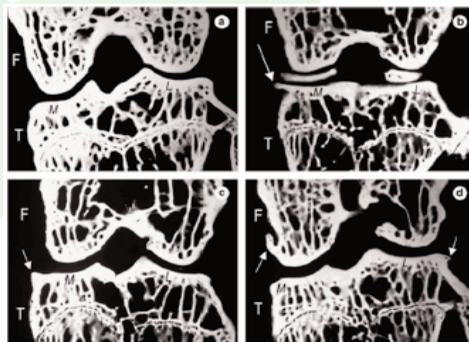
Mircroradiografia dell'articolazione del ginocchio (sezione frontale) . a,c :gruppo PEMFs; b,d gruppo controllo. Le frecce indicano la presenza di osteofiti che sono particolarmente evidenti sulla superficie femorale e tibiale degli animali controllo, mentre sono completamente assenti nel gruppo trattato con PEMFs. T=tibia; F=femore; M= compartimento mediale; L=compartimento laterale.
